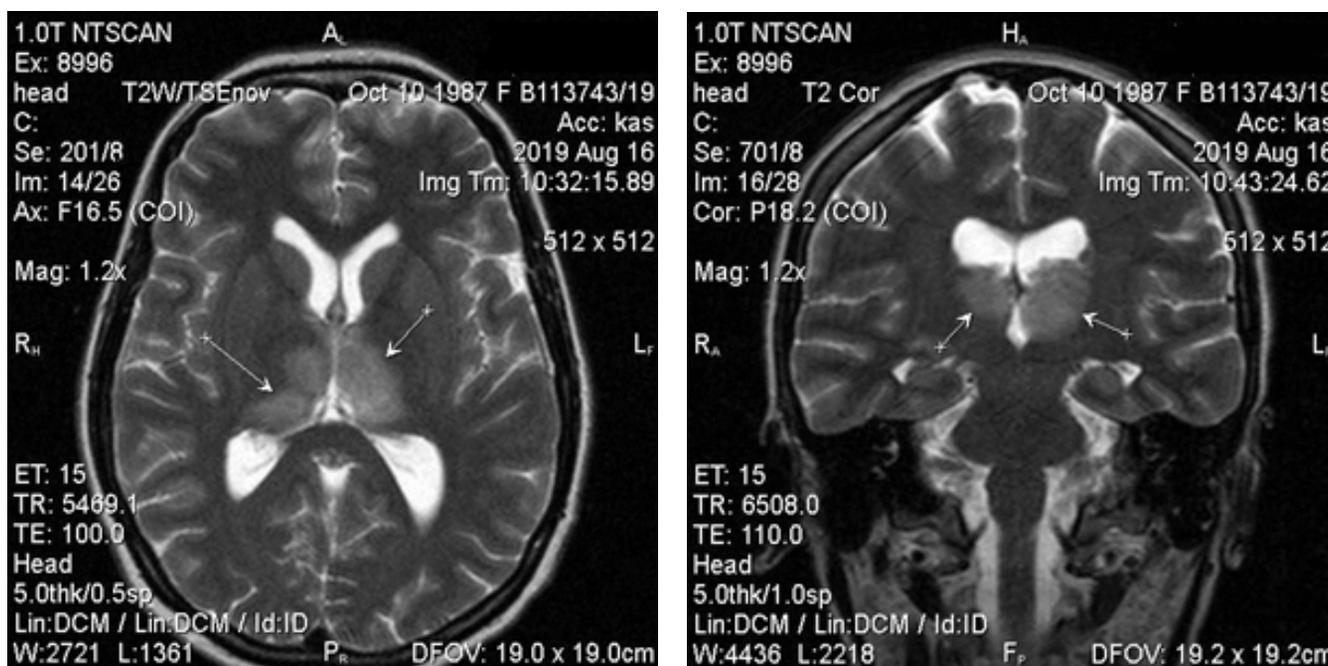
Двусторонний венозный инфаркт зрительных бугров. В проекции зрительных бугров с обеих сторон визуализируются участки однородного изменения МР-сигнала в режиме FLAIR в аксиальной проекции
